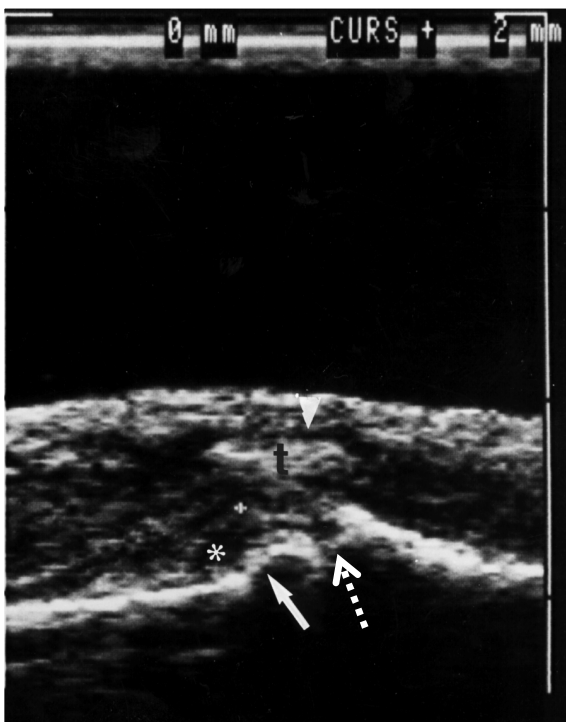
22-jährige Patientin (K. J.) mit rheumatoider Arthritis (Verlaufsuntersuchung) mit sonographischem Nachweis von Tenosynovitis (▼), Synovitis (*) und Gelenkkonturunregelmäßigkeit (Pfeil) am Caput der Phalanx proximalis und einer Erosion (gestrichelter Pfeil) an der Basis der Phalanx intermedia am PIP-Gelenk III (palmarer Longitudinalschnitt).
